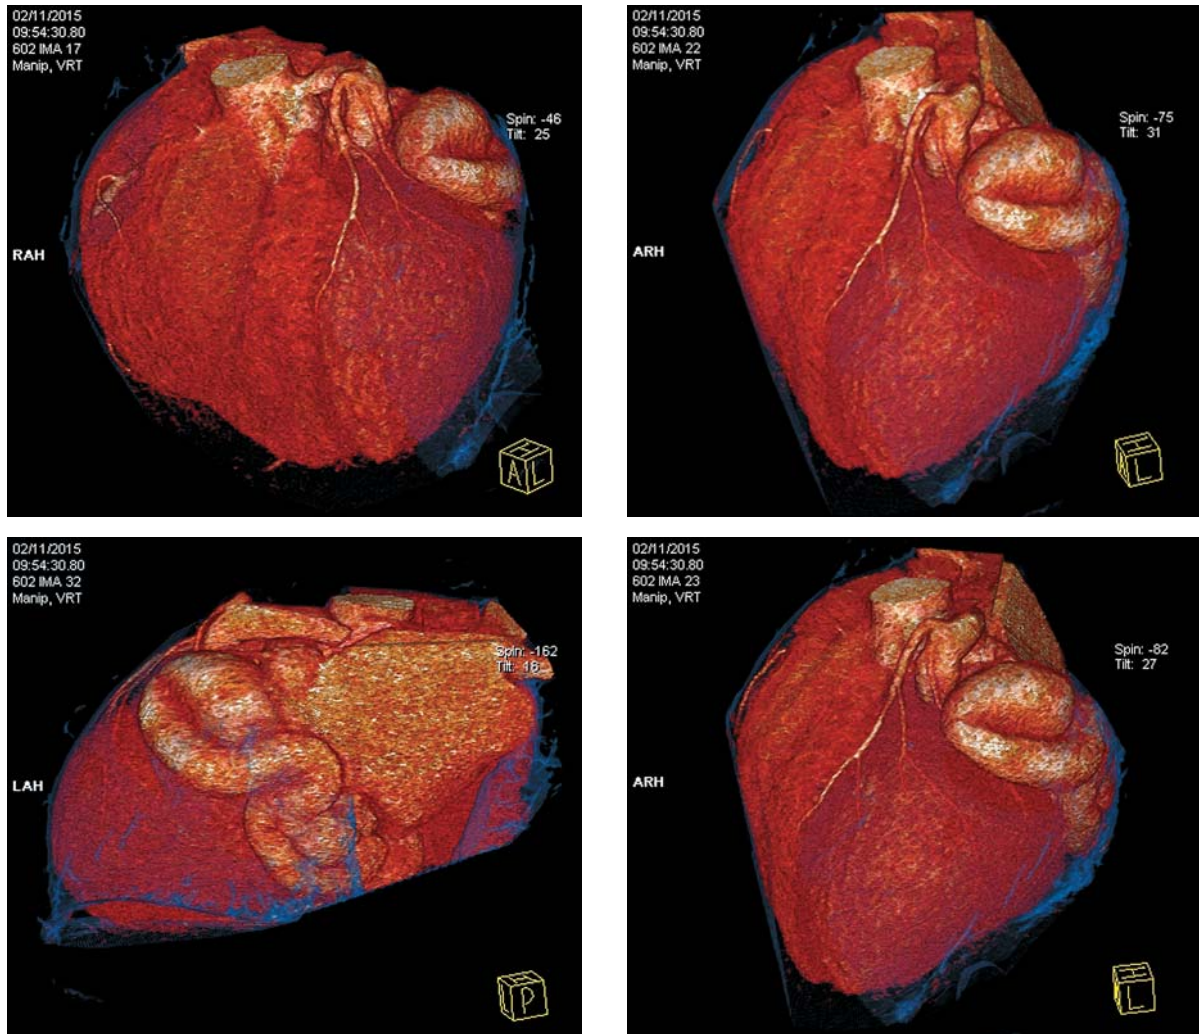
3D-реконструкция КТ-ангиографии коронарных артерий.
